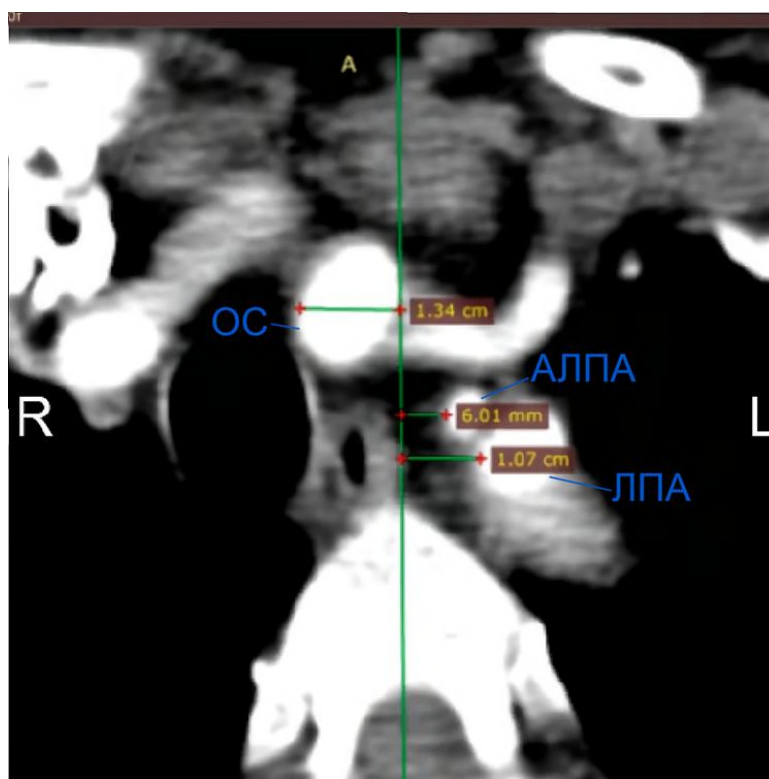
Расстояние начала БЦА относительно средней позвоночной линии (обезличенный снимок КТ ангиограммы 58-летней женщины)
